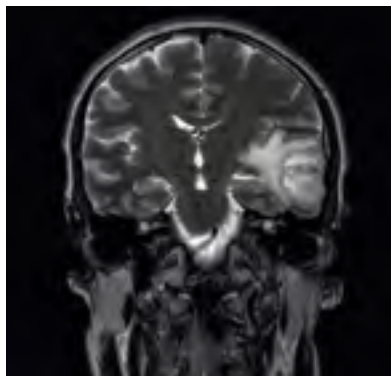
МРТ головного мозга у пациента с глиобластомой левой височной доли до операции. Режим T2. Коронарная проекция.
